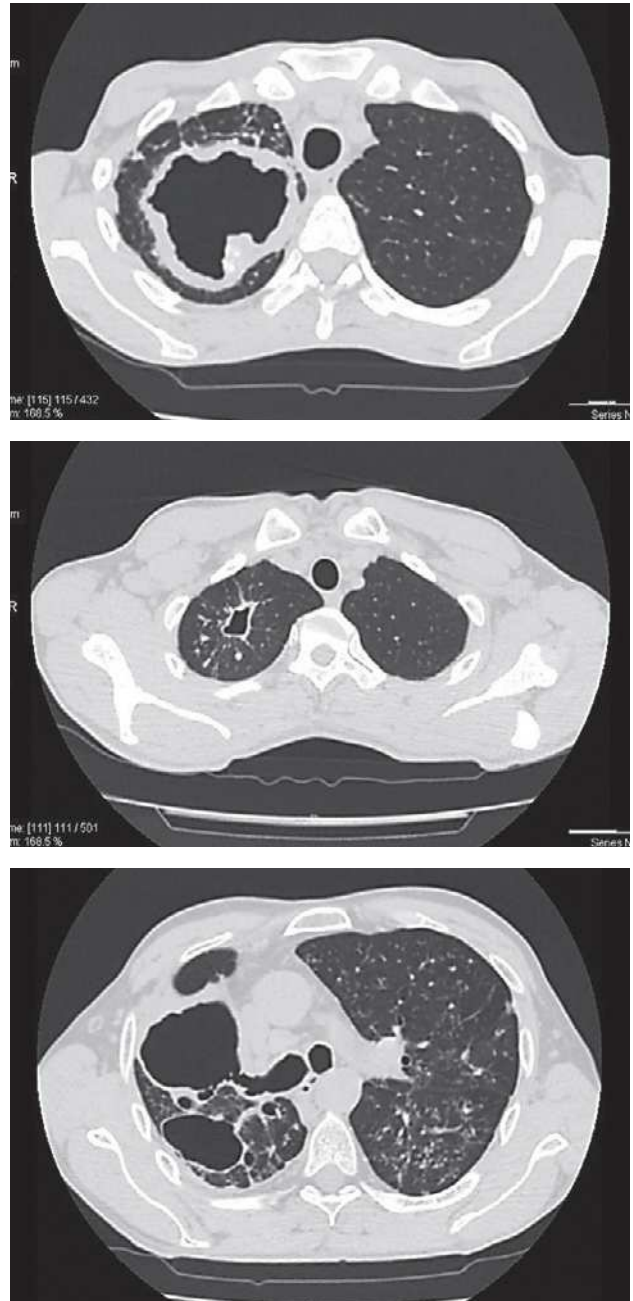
КТ-картина деструктивных изменений у пациентов с диагностированным хроническим аспергиллезом легких.
